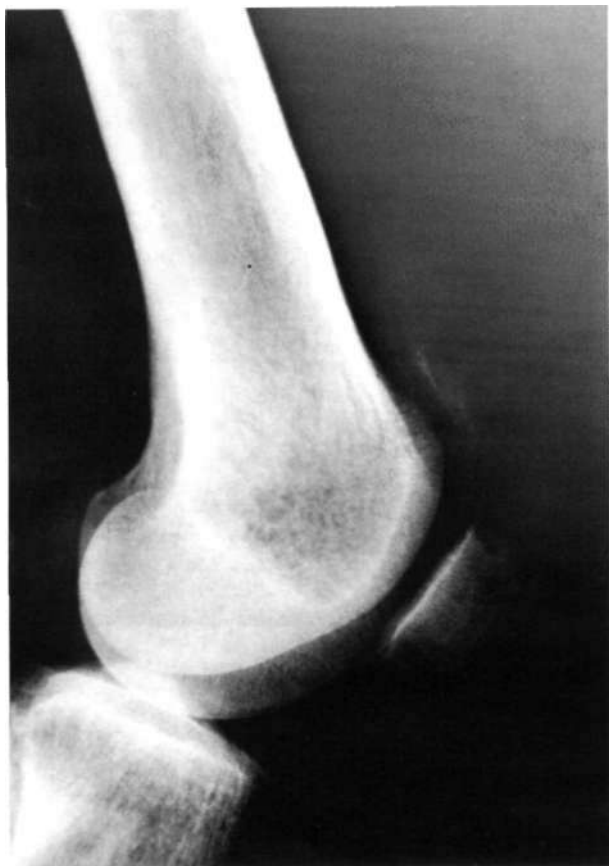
Signos de rotura tendinosa en la radiografía simple; 1. Descenso de la rótula. 2. Borramiento de la sombra suprapatelar que produce el tendón íntegro. 3. Calcificaciones proximales a la rótula, debidas a fragmentos patelares arrancados.
